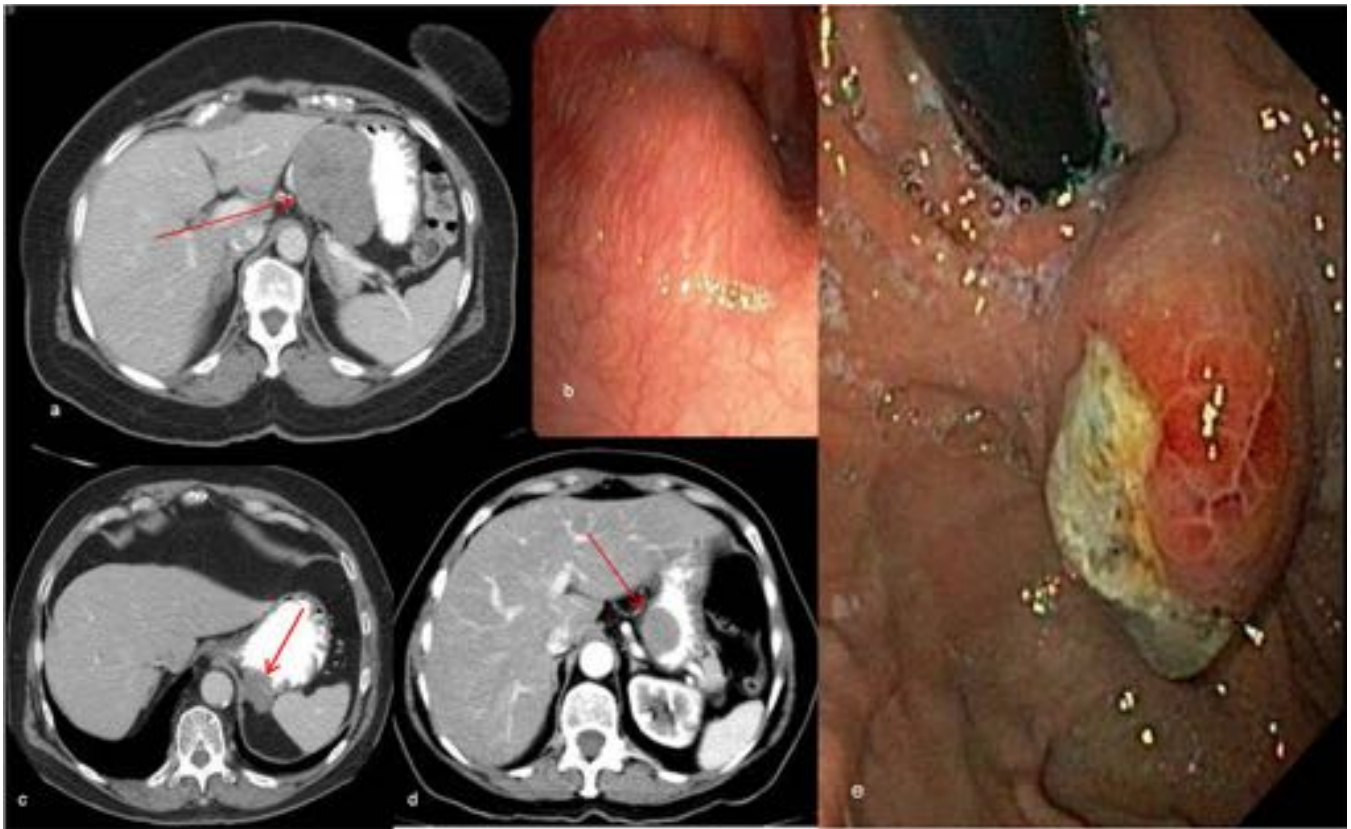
GISTs Gástricos . Tres imágenes de TC abdominal con contraste oral y endovenoso (a, c y d) de lesiones hipodensas con discreto realce de contraste, que improntan en la luz gástrica. b- FGS impronta en la luz con mucosa gástrica normal. e- GIST gástrico con mucosa ulcerada.
